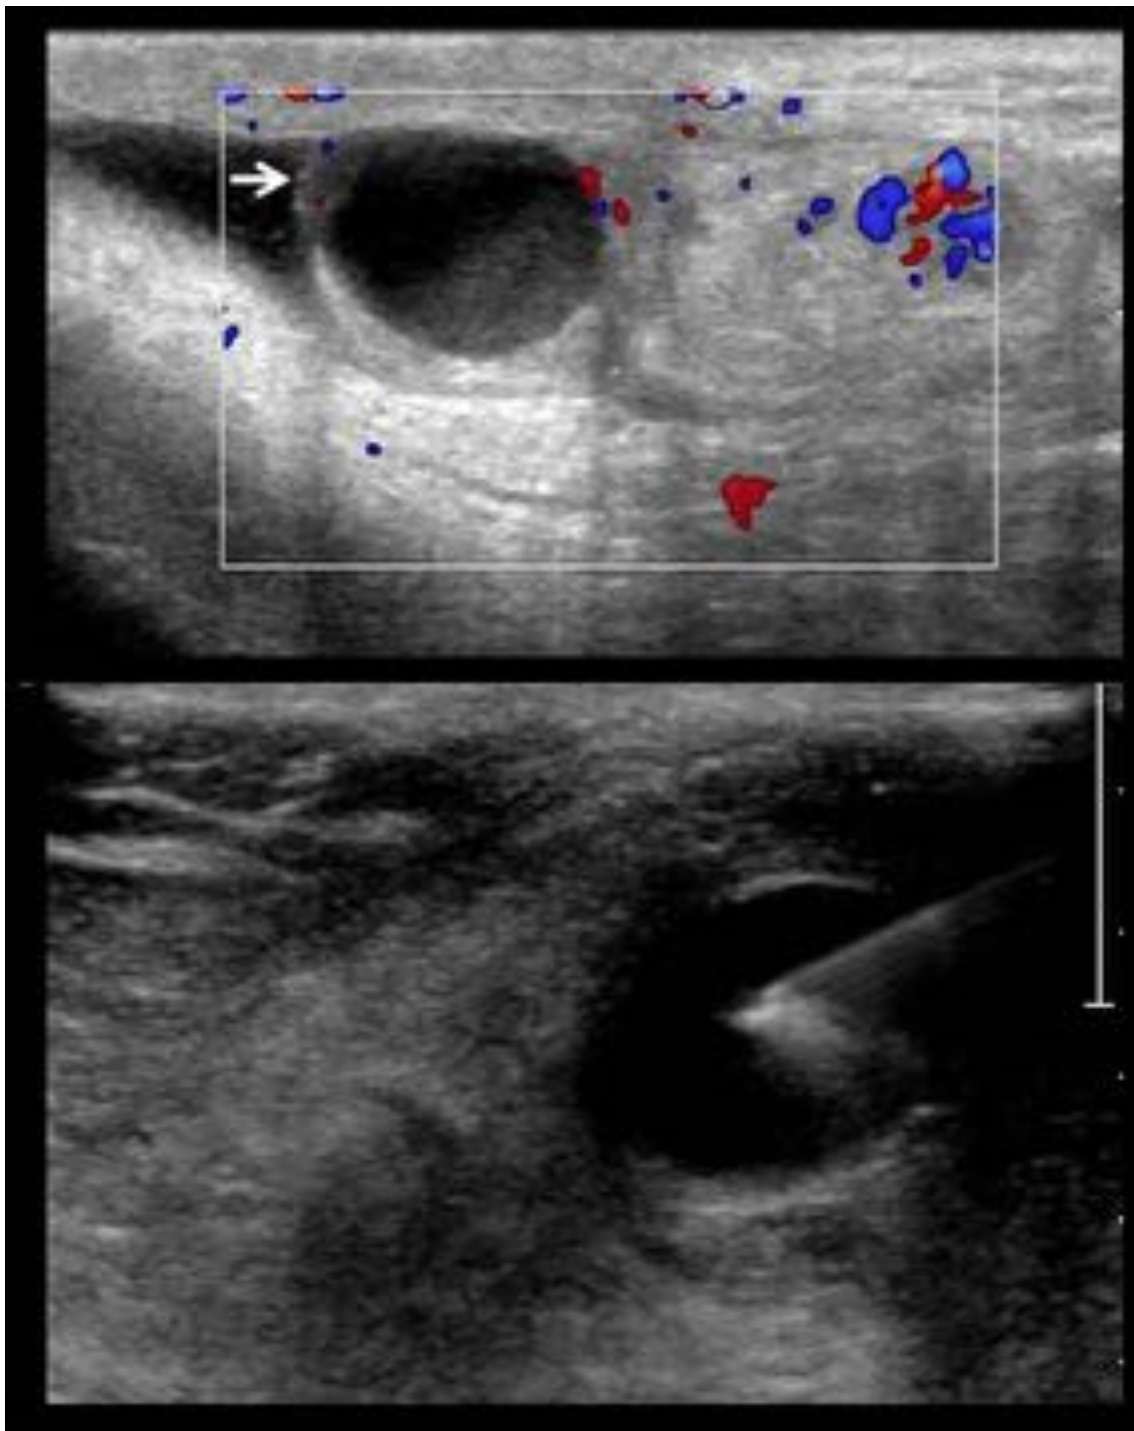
Absceso epididimario. Lesión quística en la cabeza del epidídimo (flecha) con contenido ecogénico que forma un nivel. El paciente, de 78 años, tenía una orquidoepididimitis aguda bilateral de 1 mes de evolución, sin respuesta al tratamiento antibiótico. Se drenó mediante punción guiada por ecografía , con mejoría clínica (imagen inferior).
